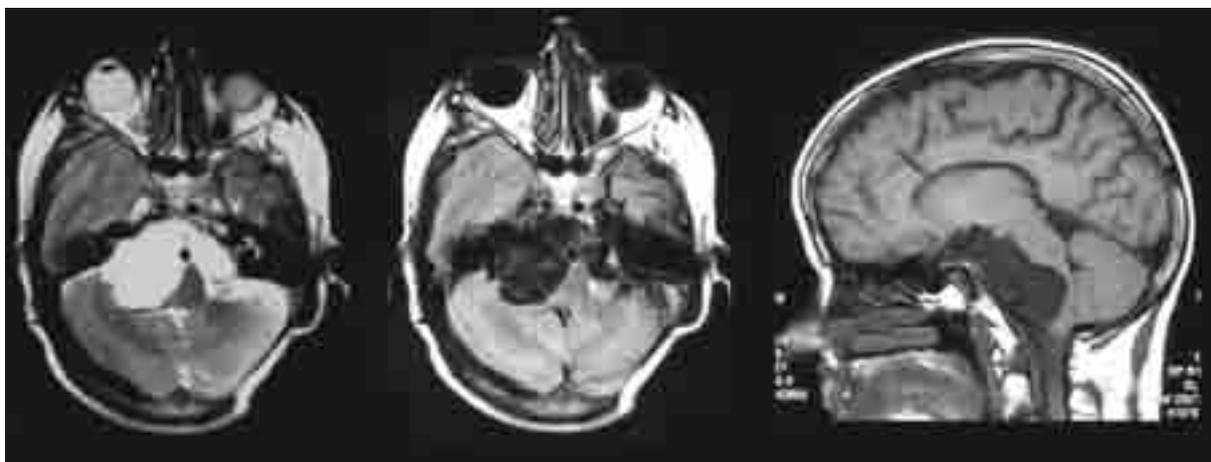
Imagem de RM de doente com tumor epidermoide do ângulo ponto-cerebeloso que se manifestou através de uma dor nevralgíca trigeminal e hipostesia da hemiface esquerda.
